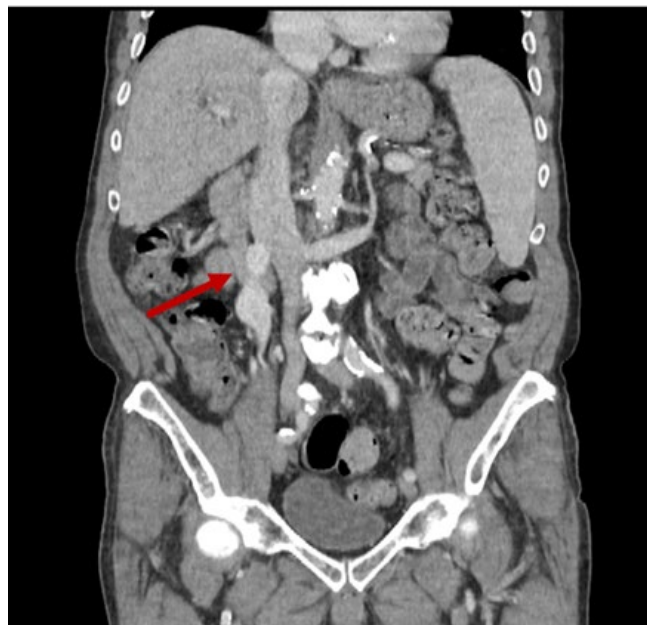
Tomografia computadorizada abdominopélvica em corte coronal, com vaso colateral dilatado na região mesentérica (seta vermelha), compatível com *shunt* portossistêmico entre a veia cava inferior e a veia mesentérica superior.
